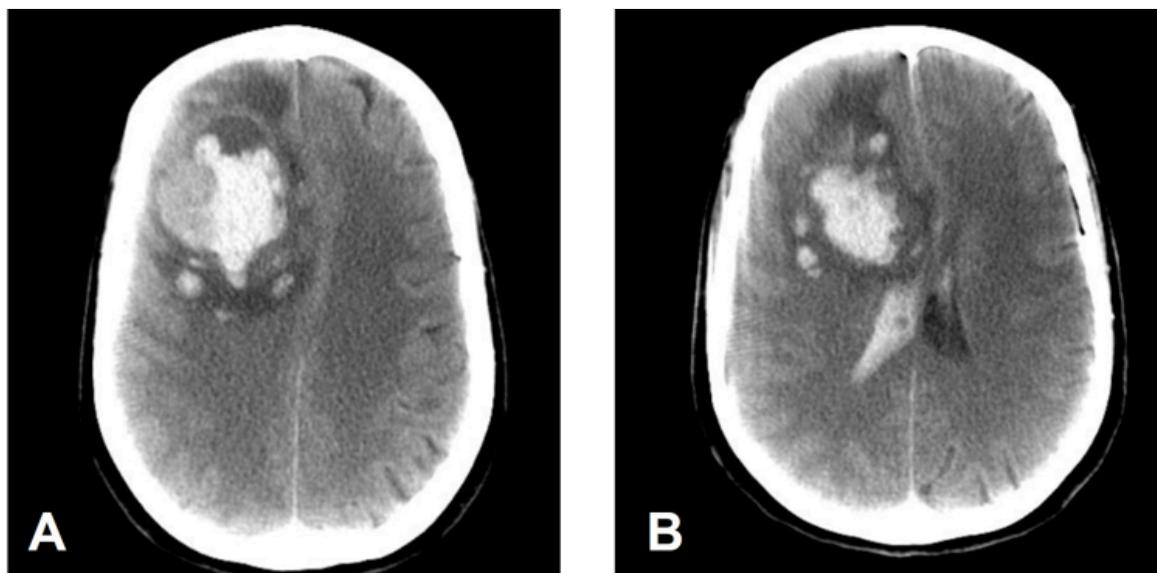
TAC de crânio realizada no Serviço de Urgência - volumosa lesão cortico-subcortical frontal direita de densidade heterogênea e porção hipodensa sugerindo aspeto quístico (imagem A) com rotura e propagação hemorrágica para o sistema ventricular, condicionando apagamento dos sulcos corticais e deformação do sistema ventricular (imagem B).
